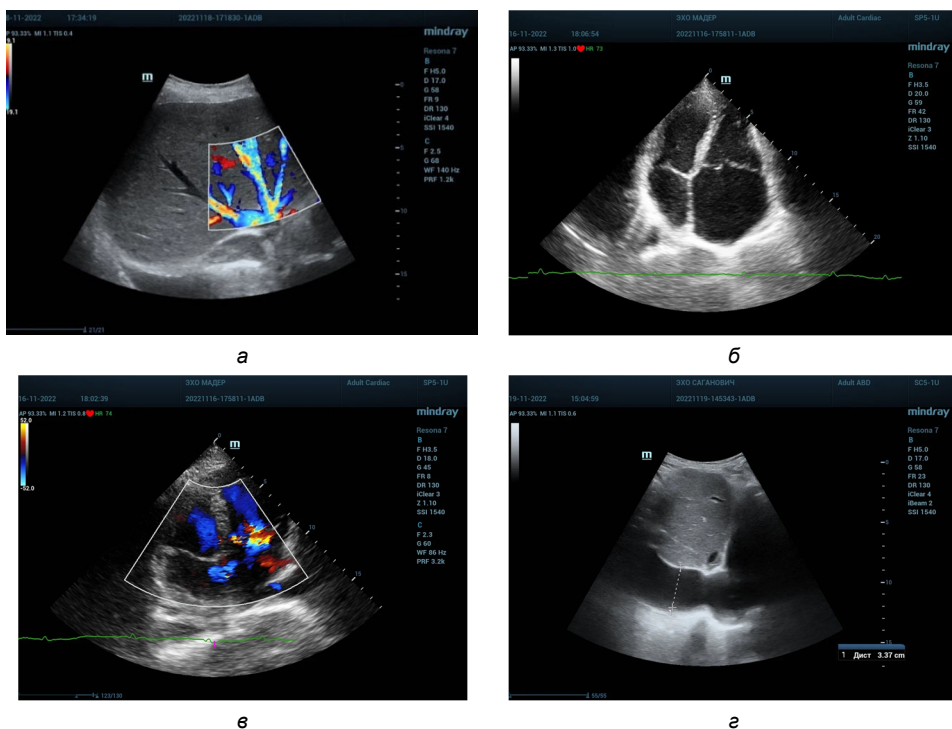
Признаки сердечной недостаточности по данным эхокардиографии:
